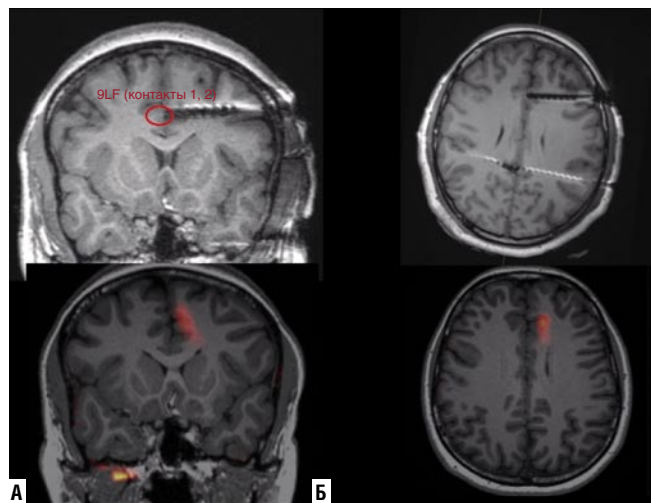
МРТ, T1-ВИ (А) после установки инвазивных электродов. Гибридное МРТ T1-ВИ, с наложением данных ОФЭКТ (Б). Эпилептогенный очаг в левой лобной доле
